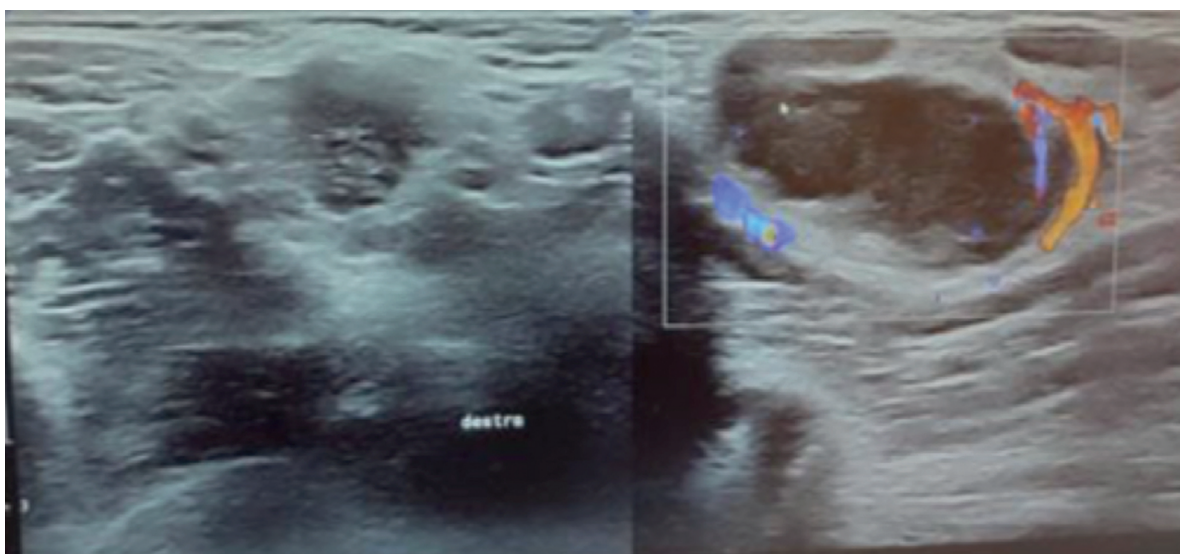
Immagine ecografica cute e sottocute con doppler, cavo ascellare destro.
